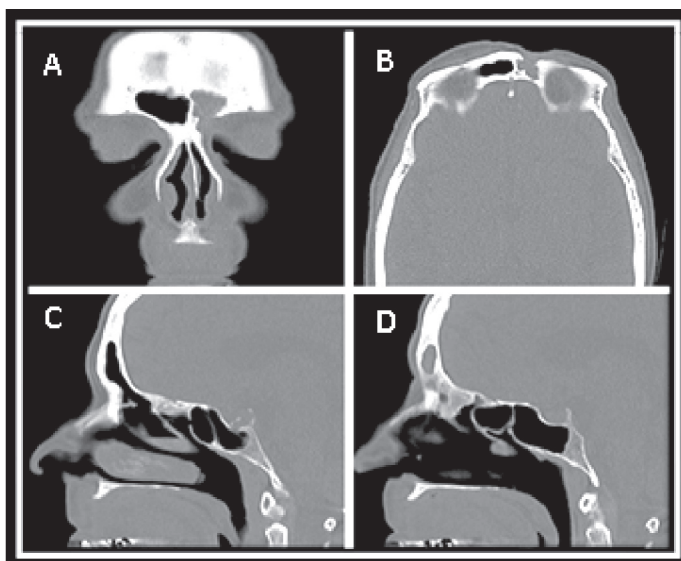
TC de cavidades paranasales sin contraste. A) Corte coronal que muestra un velamiento completo del seno frontal izquierdo, con una dehiscencia ósea de la pared inferior. B) Corte axial que muestra velamiento del seno frontal izquierdo y la dehiscencia de la pared anterior. C) Corte parasagital derecho que muestra receso frontal derecho permeable y seno frontal derecho libre de enfermedad. D) Corte parasagital izquierdo que muestra persistencia de celdillas etmoidales anteriores, obstrucción del receso fronalipsilateral y ocupación frontoetmoidal por material con densidad de partes blandas.
